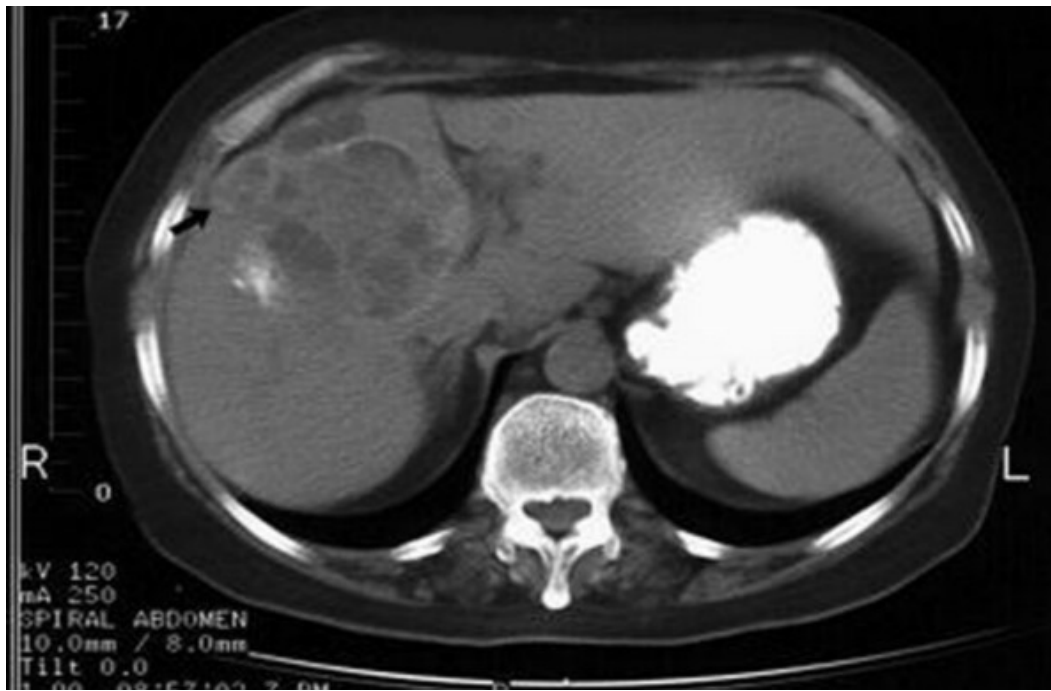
Aspect TDM en faveur de KHF du foie compliqué de rupture dans les voies biliaires.[54]
